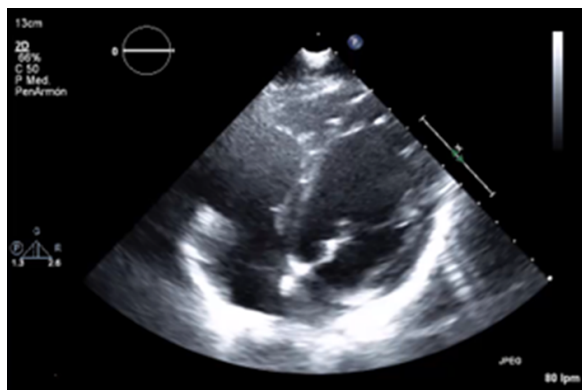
Ecocardiograma realizado al alta. Muestra la disolución del trombo intraventricular.
